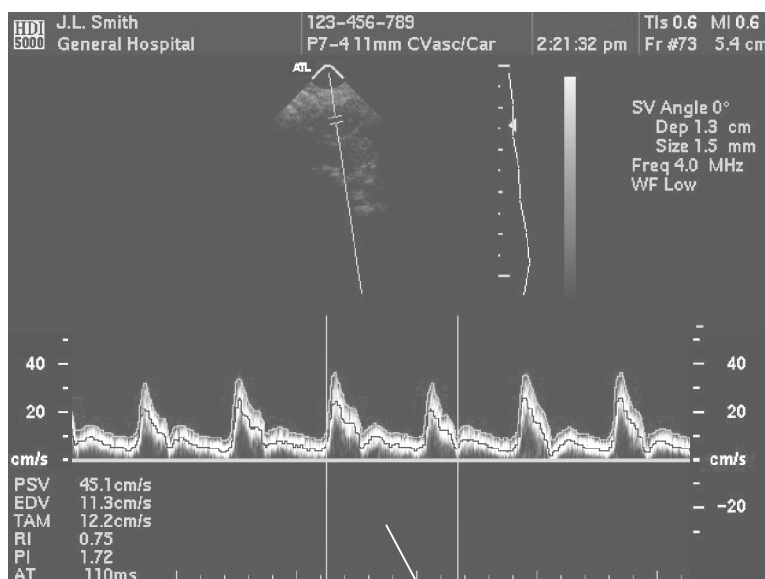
Resultados de la medición automática Doppler mediante High Q y trazo apical
